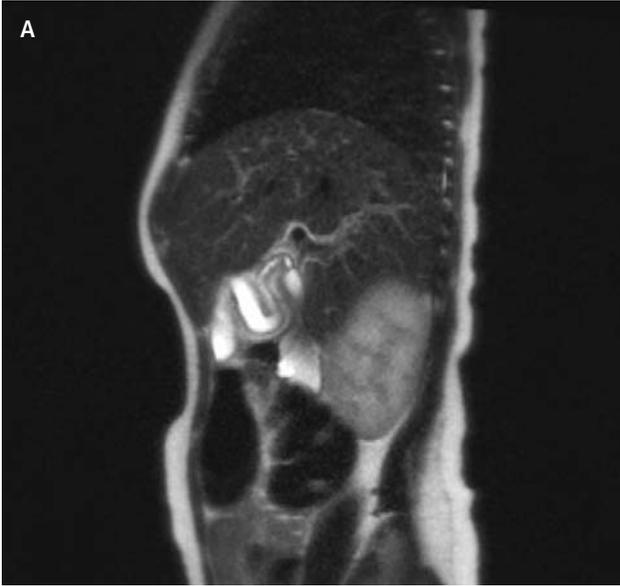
Resonancia Magnética, T2, HASTE, sin contraste, muestra vesícula elongada con un conducto cístico largo y tortuoso (A). En ubicación más medial se reconoce dilatación quística de la vía biliar extrahepática (B) concordante con quiste de colédoco.
